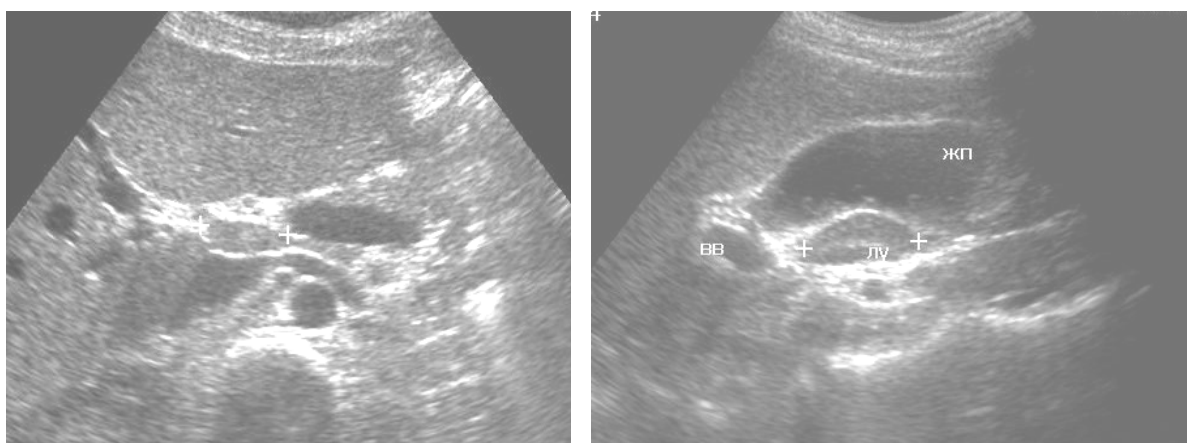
УЗИ: описторхозный лимфаденит в области шейки желчного пузыря
